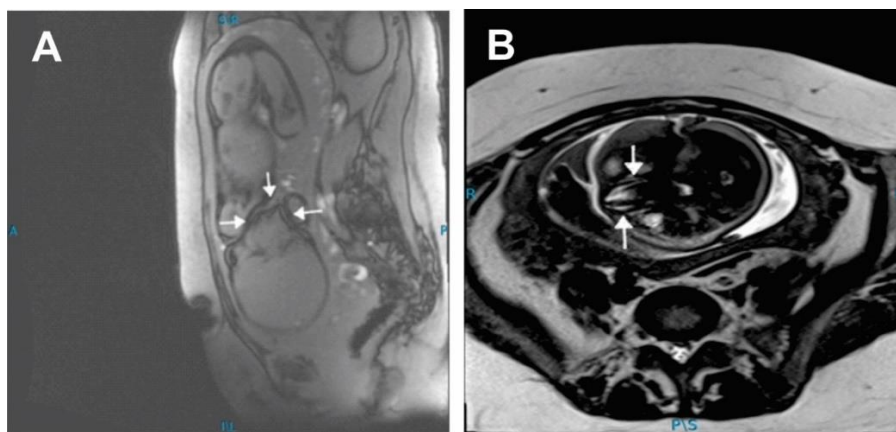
Ventriculomegalia moderada. Resonancia Magnética Fetal con medición de A) ventrículos laterales de 12.6 mm. B) y C) se observa a nivel de neuroeje la ausencia de elementos posteriores de L3 a región sacra, como medular a la altura de la plataforma inferior de L3, altura normal para edad gestacional, extremidades con tono conservado.
